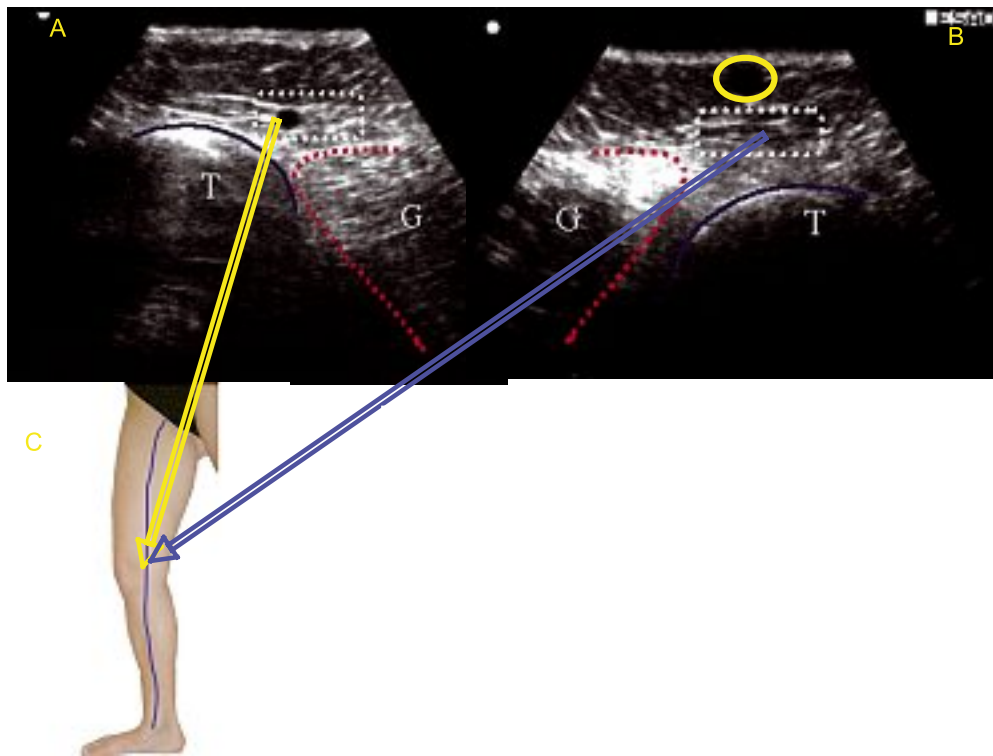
Image ultrasonore en mode B sous le genou dans deux membres différents. Tibia (T), angle gémellaire (G) avec la grande veine saphène à l'intérieur (A) et sans GVS (B) (absence congénitale ou hypoplasie de la GVS) ; une importante collatérale saphène est visible sur l'image B (encerclée)
